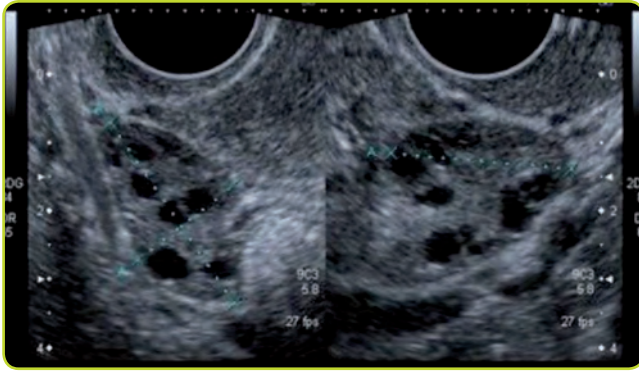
Ecografía transvaginal. Ovario derecho.
